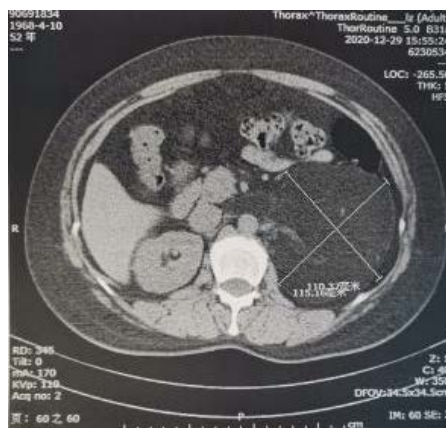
Preoperative CT-1
